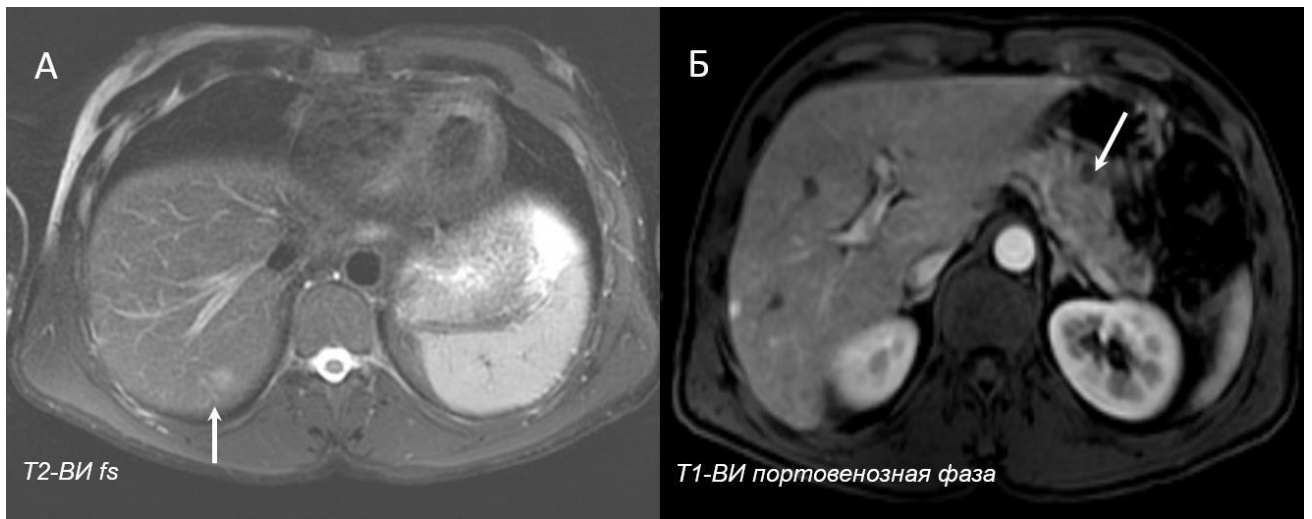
МРТ: в V сегменте очаги с четкими неровными контурами размерами (см):  $1,1 \times 1,0 \times 0,5$  и  $0,5 \times 0,8 \times 0,2$  (стрелка) (А); образование поджелудочной железы  $6,2 \times 3,0 \times 2,9$  см (стрелка) с кистовидными включениями  $1,1 \times 0,7$  см (Б)
